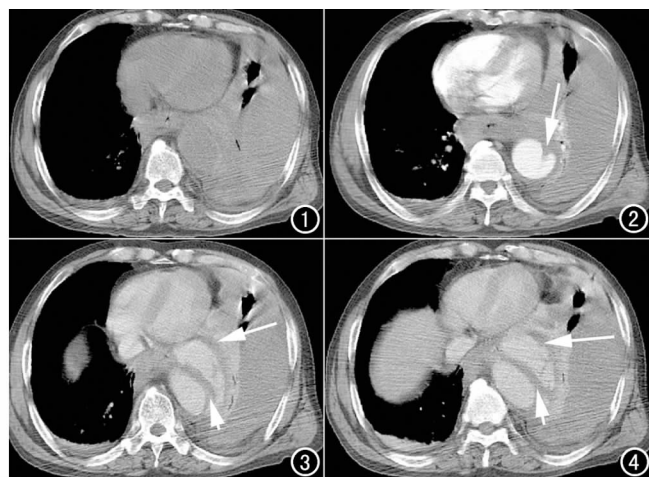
CT平扫示降主动脉增宽,可见真假腔,平扫假腔密度高于真腔,内膜瓣影显示不清。左侧胸腔可见液体密度影。
